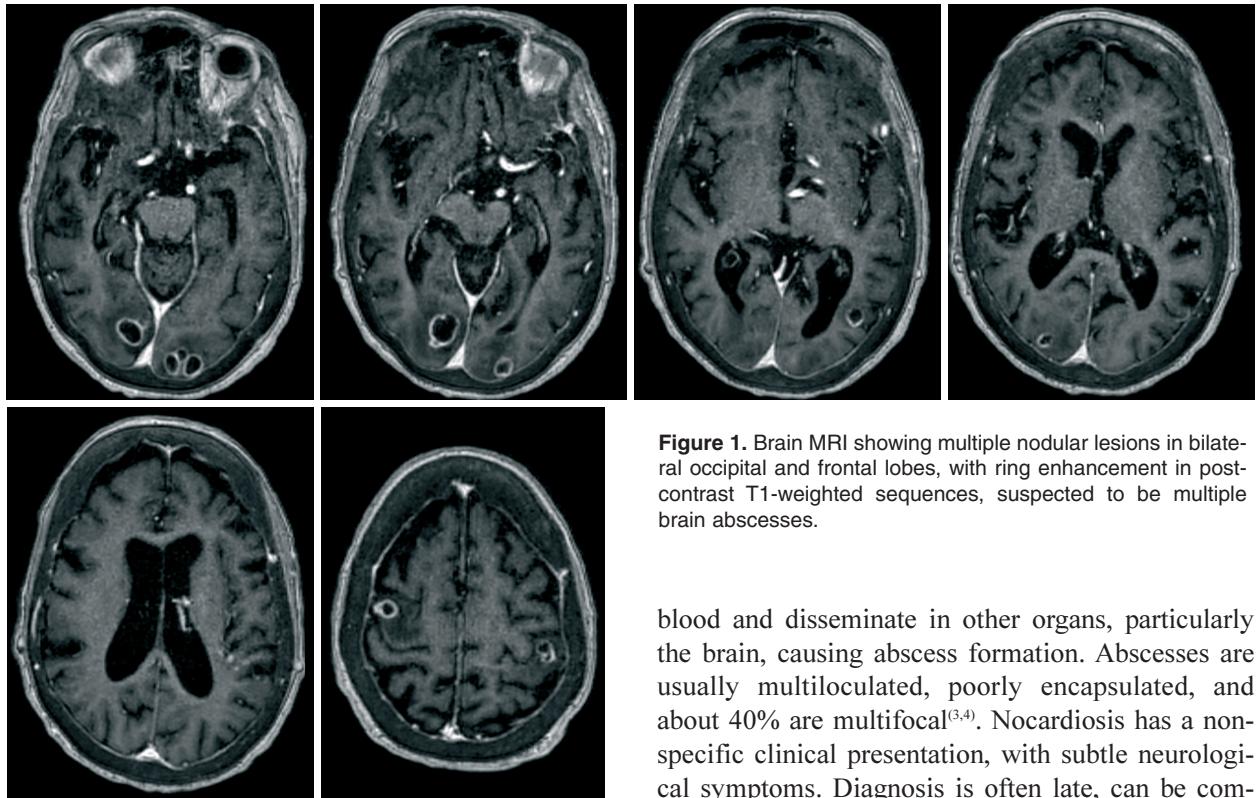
Brain MRI showing multiple nodular lesions in bilateral occipital and frontal lobes, with ring enhancement in post-contrast T1-weighted sequences, suspected to be multiple brain abscesses.
